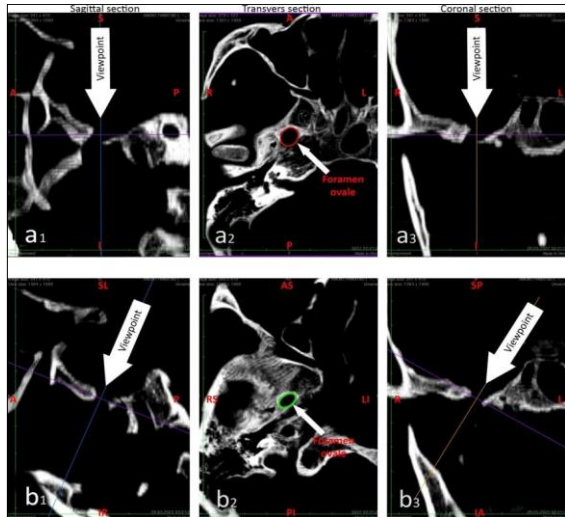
CT Images in the horos software. a₁. Sagittal a₂. Transverse a₃. Coronal plane before adjusting the viewing angle to the FO, b₁. Sagittal b₂. Transverse b₃. Coronal plane after adjusting the angle of view to the FO.
